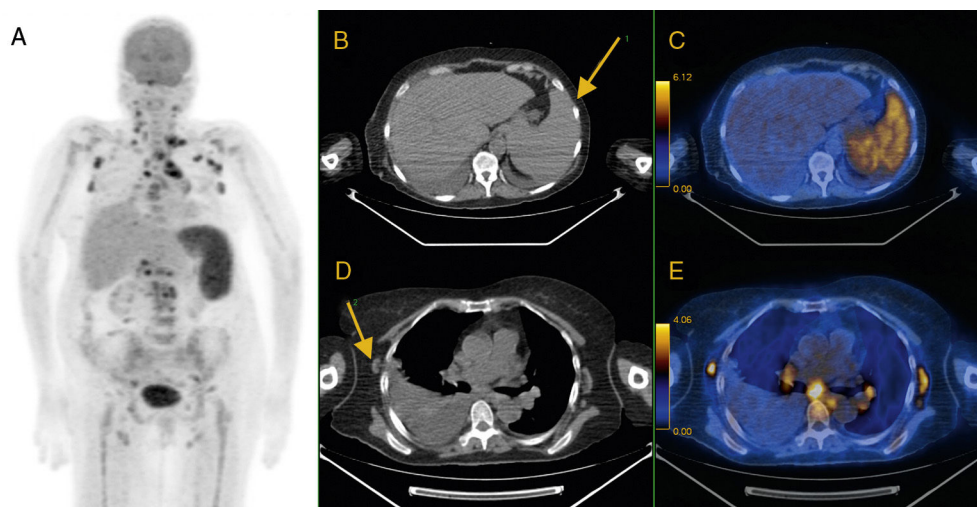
Mujer de 82 años, sin antecedentes de interés, que presenta cuadro tóxico con pérdida de peso en las últimas semanas junto con anemia y plaquetopenia y elevación del CA 19.9. Se solicita PET/TC para búsqueda de neoplasia oculta. A) Imagen MIP. B y C) Corte transversal de TC con ventana de abdomen e imagen de fusión PET/TC en donde se observa una discreta esplenomegalia (flecha) pero con metabolismo patológico. D y E) Corte transversal de TC con ventana de abdomen e imagen de fusión PET/TC en donde se observan varias adenopatías hipermetabólicas, algunas con centro graso (flecha), junto con afectación ganglionar en otros niveles y derrame pleural derecho normometabólico, todo ello compatible con linfoma.
